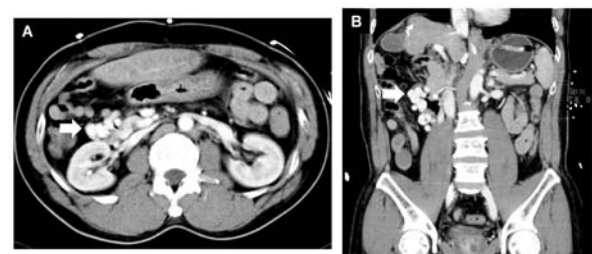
Dynamic CT on admission (A ; axial image, B ; coronal image)
